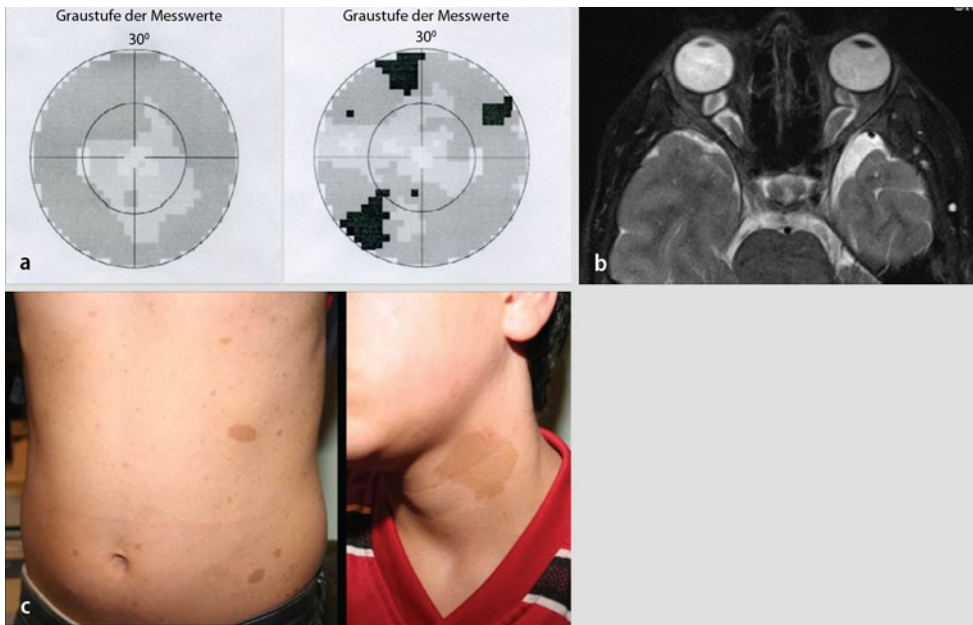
▲ 14-jähriger Junge mit bekannter Neurofibromatose 1 und subjektiven Sehstörungen. Visus beidseitig cc 0,7. a Gesichtsfeld mit diffuser Herabsetzung der Empfindlichkeit. b MRT mit beidseitig spindelförmiger Auftreibung des Sehnerven. c Multiple Café-au-lait-Flecken
